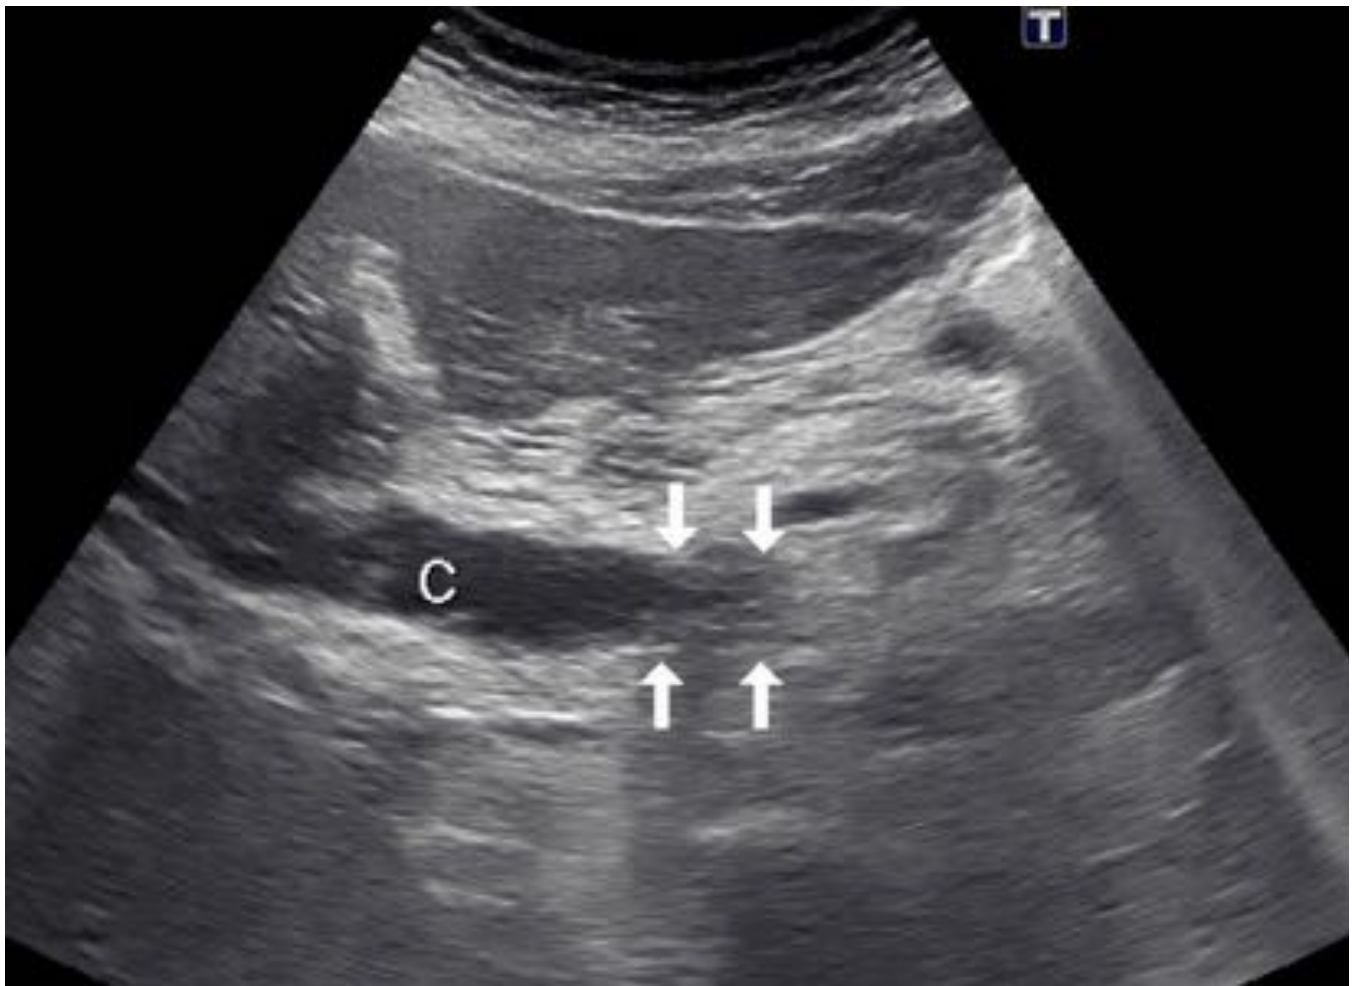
CC distal periductal-infiltrativo. Imagen de ecografía que evidencia una estenosis abrupta del colédoco con engrosamiento concéntrico de pared secundario a CC extrahepático, que condiciona dilatación de la vía biliar proximal.
